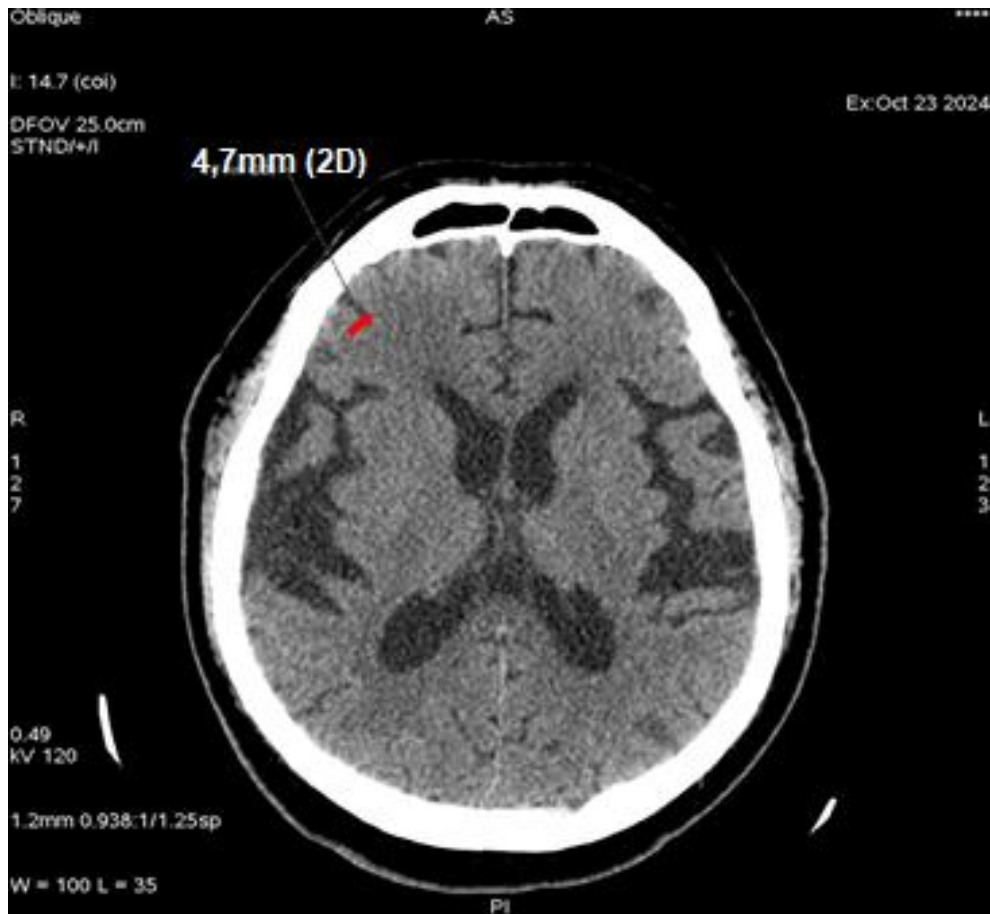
Измерение толщины коркового слоя дорсо-латеральной коры на КТ головного мозга
